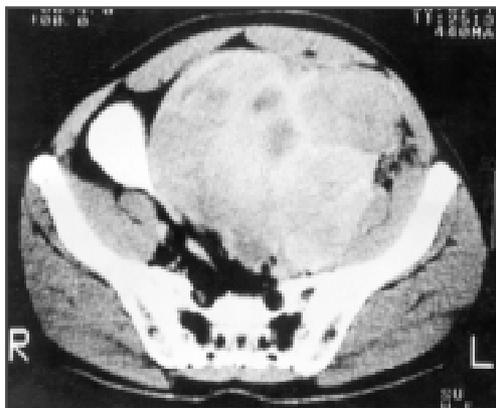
Tomografia computadorizada evidenciando extensa tumoração pélvica com deslocamento para à direita da bexiga, envolvimento dos vasos ilíacos externos e musculatura ilíaca.
